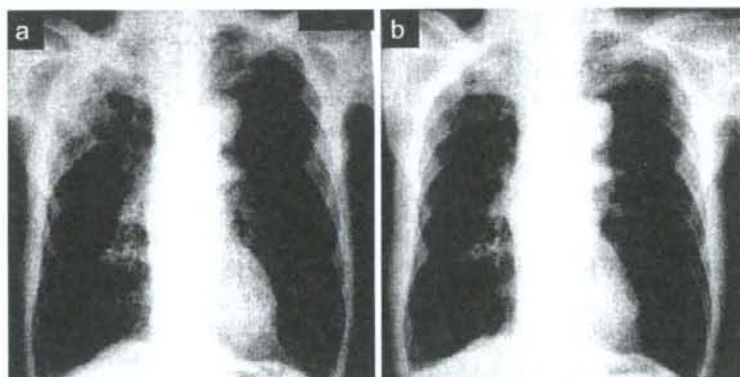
a. Chest X-ray on admission shows infiltrative shadows in the right upper lung field. b. Chest X-ray one year after treatment reveals improvement.
